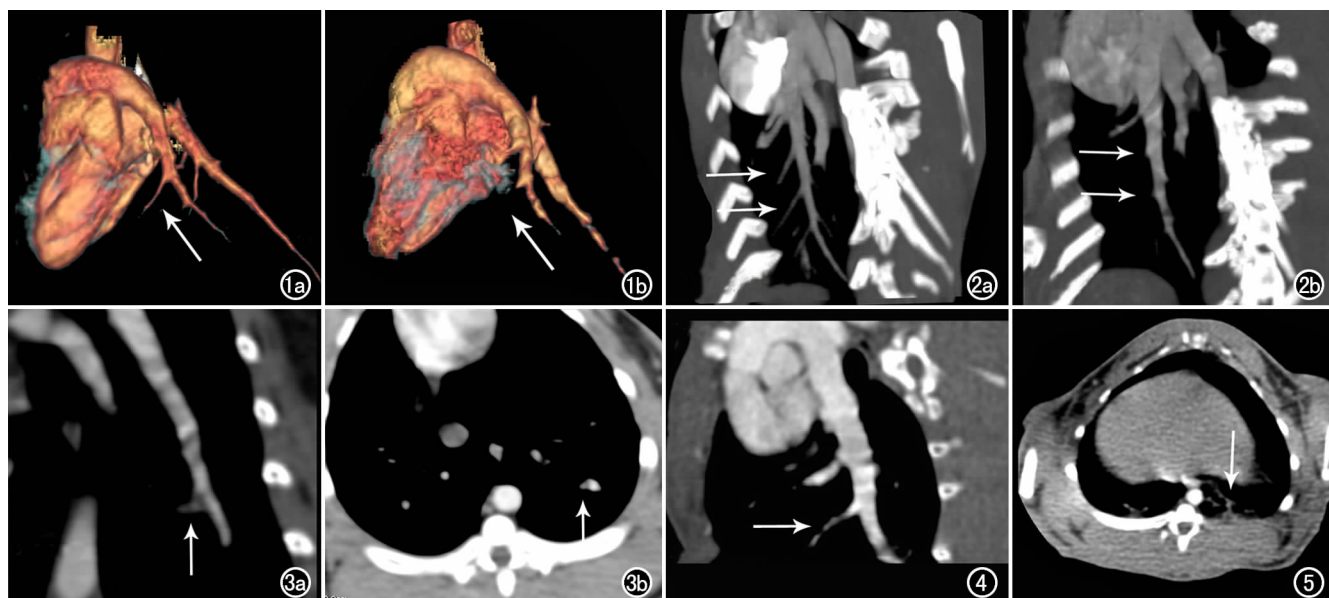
VR 图像对比显示肺动脉分支血流中断(箭)。a) 栓塞前; b) 栓塞后。图 2 曲面重组图像显示肺动脉分支血流中断(箭)。a) 栓塞前; b) 栓塞后。图 3 肺动脉分支血栓栓塞(箭)。a) 曲面重组; b) 轴面图像。图 4 曲面重组图, 示肺动脉分支内壁不光整(箭), 局部可见不规则充盈缺损。图 5 肺梗死。CT 示左下肺呈楔形的局灶性肺梗死(箭)。
